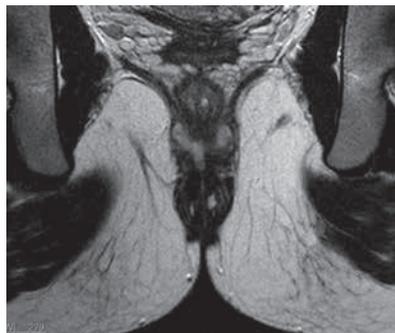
МРТ малого таза (февраль 2019 г.): множественные свищи прямой кишки с затеками
